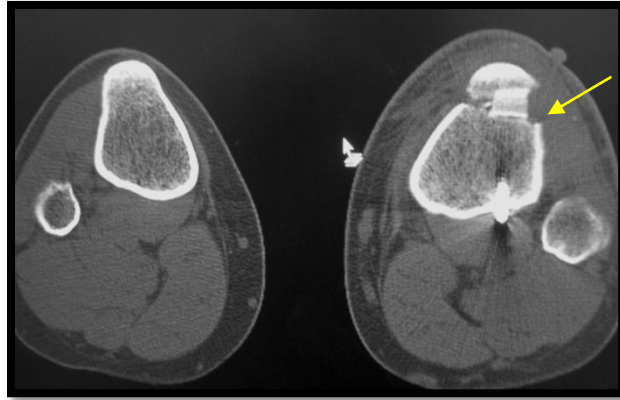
Corte axial de tomografía posoperatoria donde se evidencia osteotomía oblicua a 30 grados.
